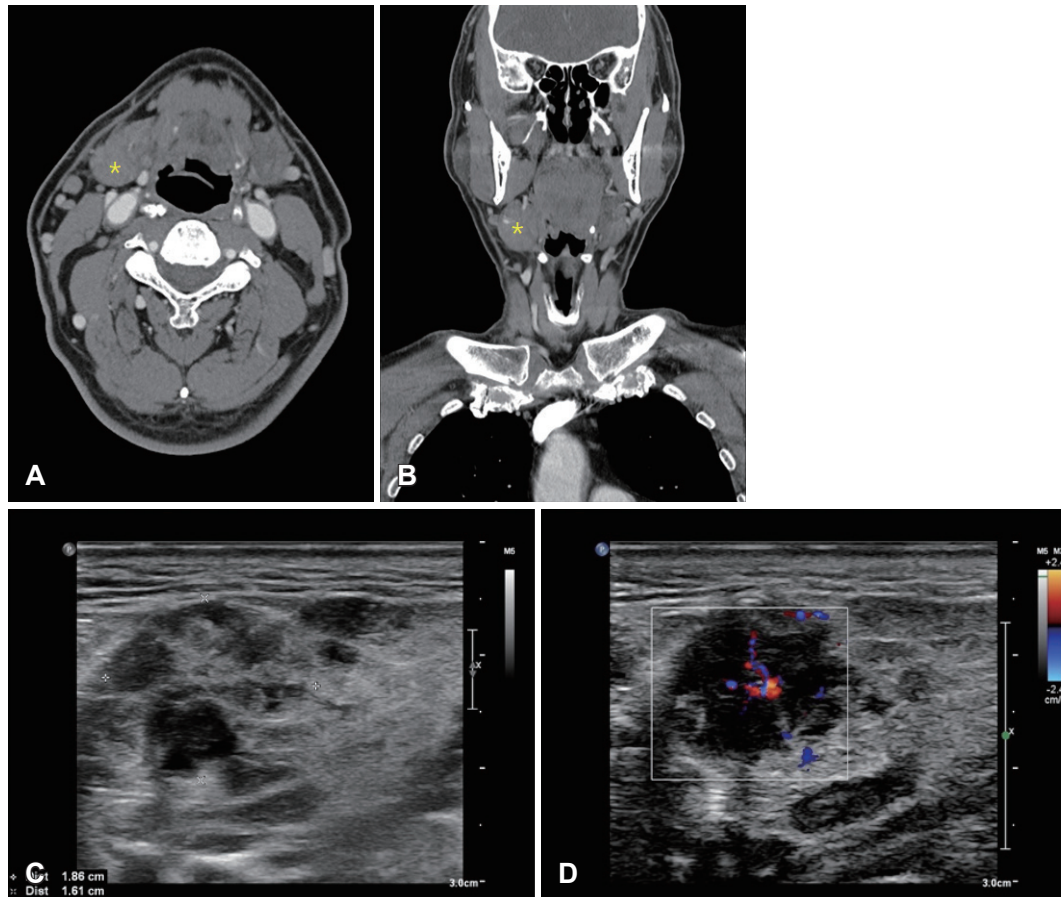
Radiologic and ultrasonic findings of patient case 1. A and B: Enhanced axial and coronal images of salivary gland CT scan show slightly enlarged to normal right submandibular gland (asterisk). C and D: Multicystic and hypervascular right submandibular gland on ultrasonography.
